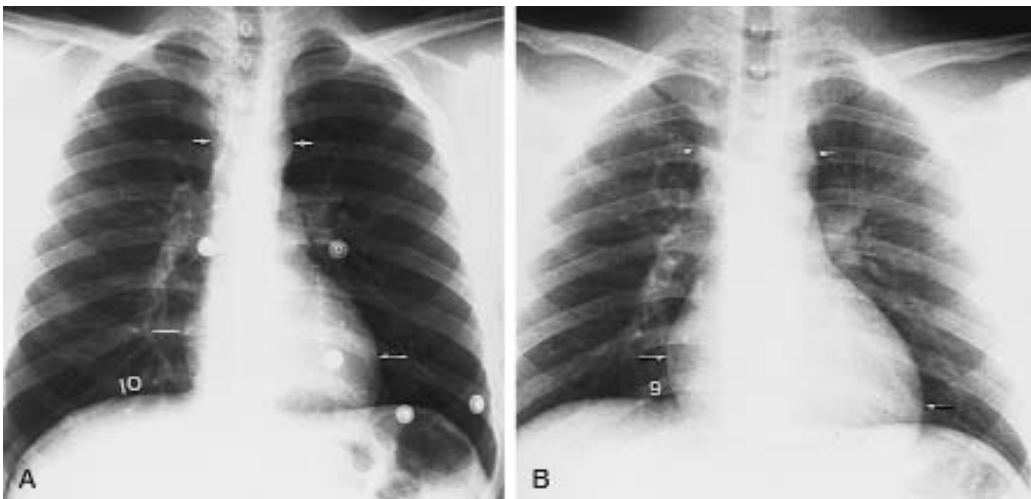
Radiografías de tórax en proyección posteroanterior (PA) y anteroposterior (AP), con el paciente vertical: efectos posicionales en el aspecto de las estructuras cardíacas y mediastínicas.
